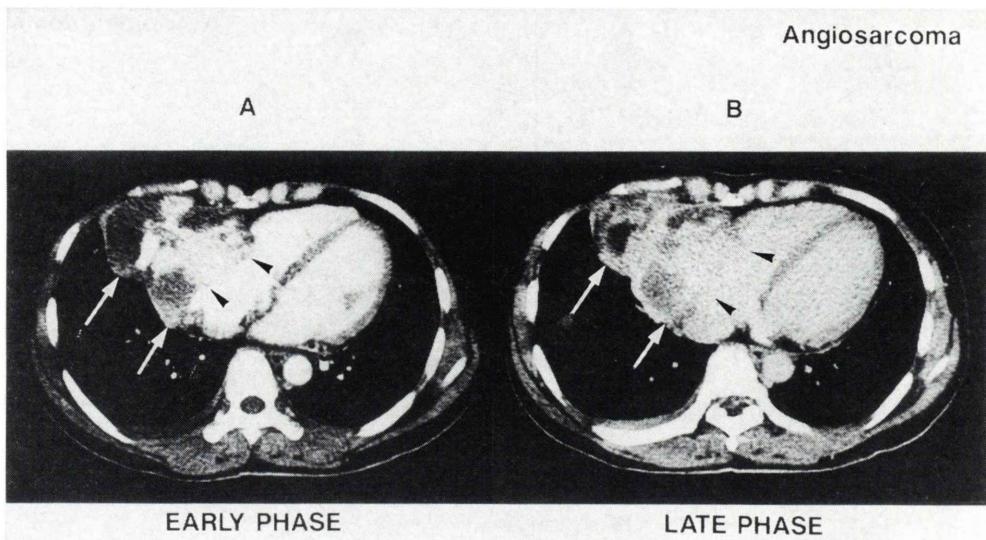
Enhanced-CT showed mass lesion (arrow and arrow head) inner and outer portion of the right atrium.
